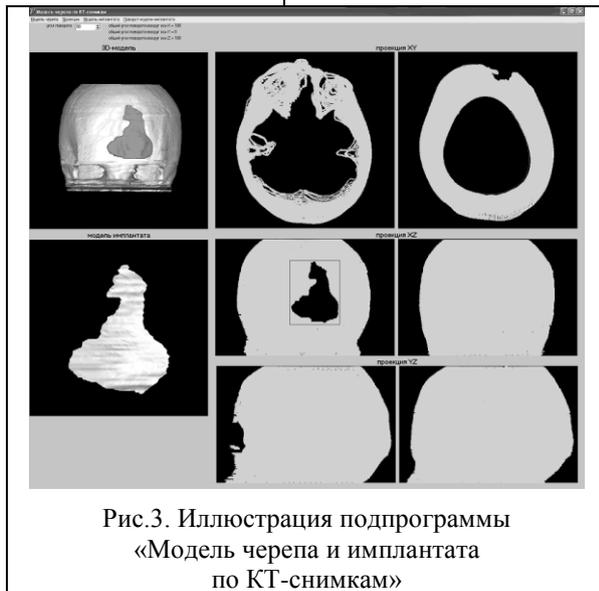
Иллюстрация подпрограммы «Модель черепа и имплантата по КТ-снимкам»
